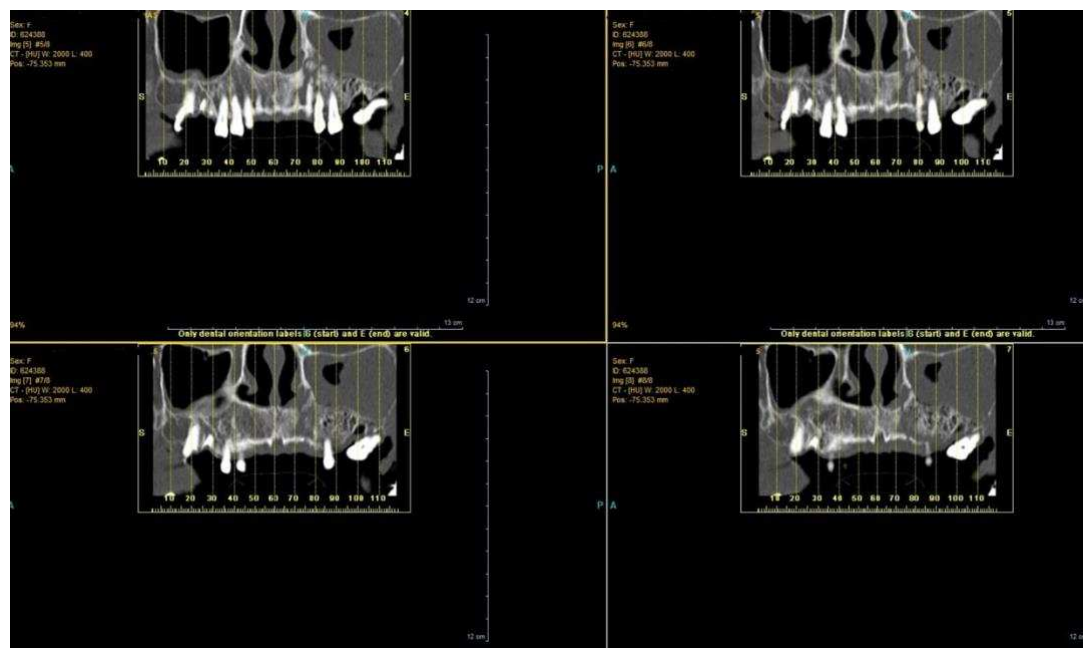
Cortes sagitais de CBCT do maxilar evidenciando uma lesão osteonecrótica extensa com comunicação com o seio maxilar (Prof. Doutor Antônio Mano Azul).
